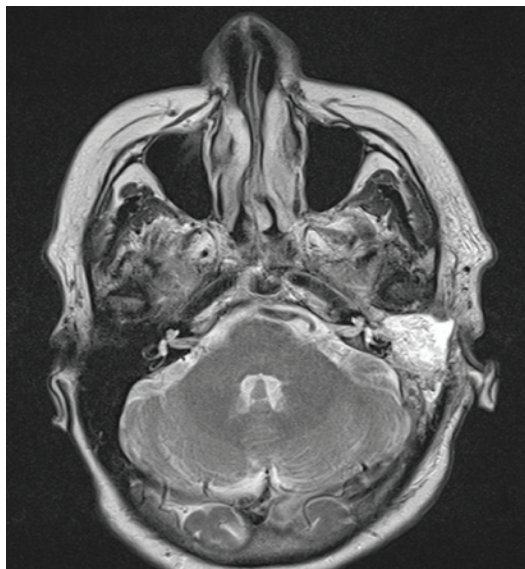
МРТ головного мозга и мягких тканей шеи в аксиальной проекции, T2-ВИ с подавлением сигнала от жировой ткани, в аксиальной плоскости. Параганглиома, тип С. Послеоперационный контроль спустя 6 месяцев после хирургического лечения: данных за рецидив новообразования не выявлено.
